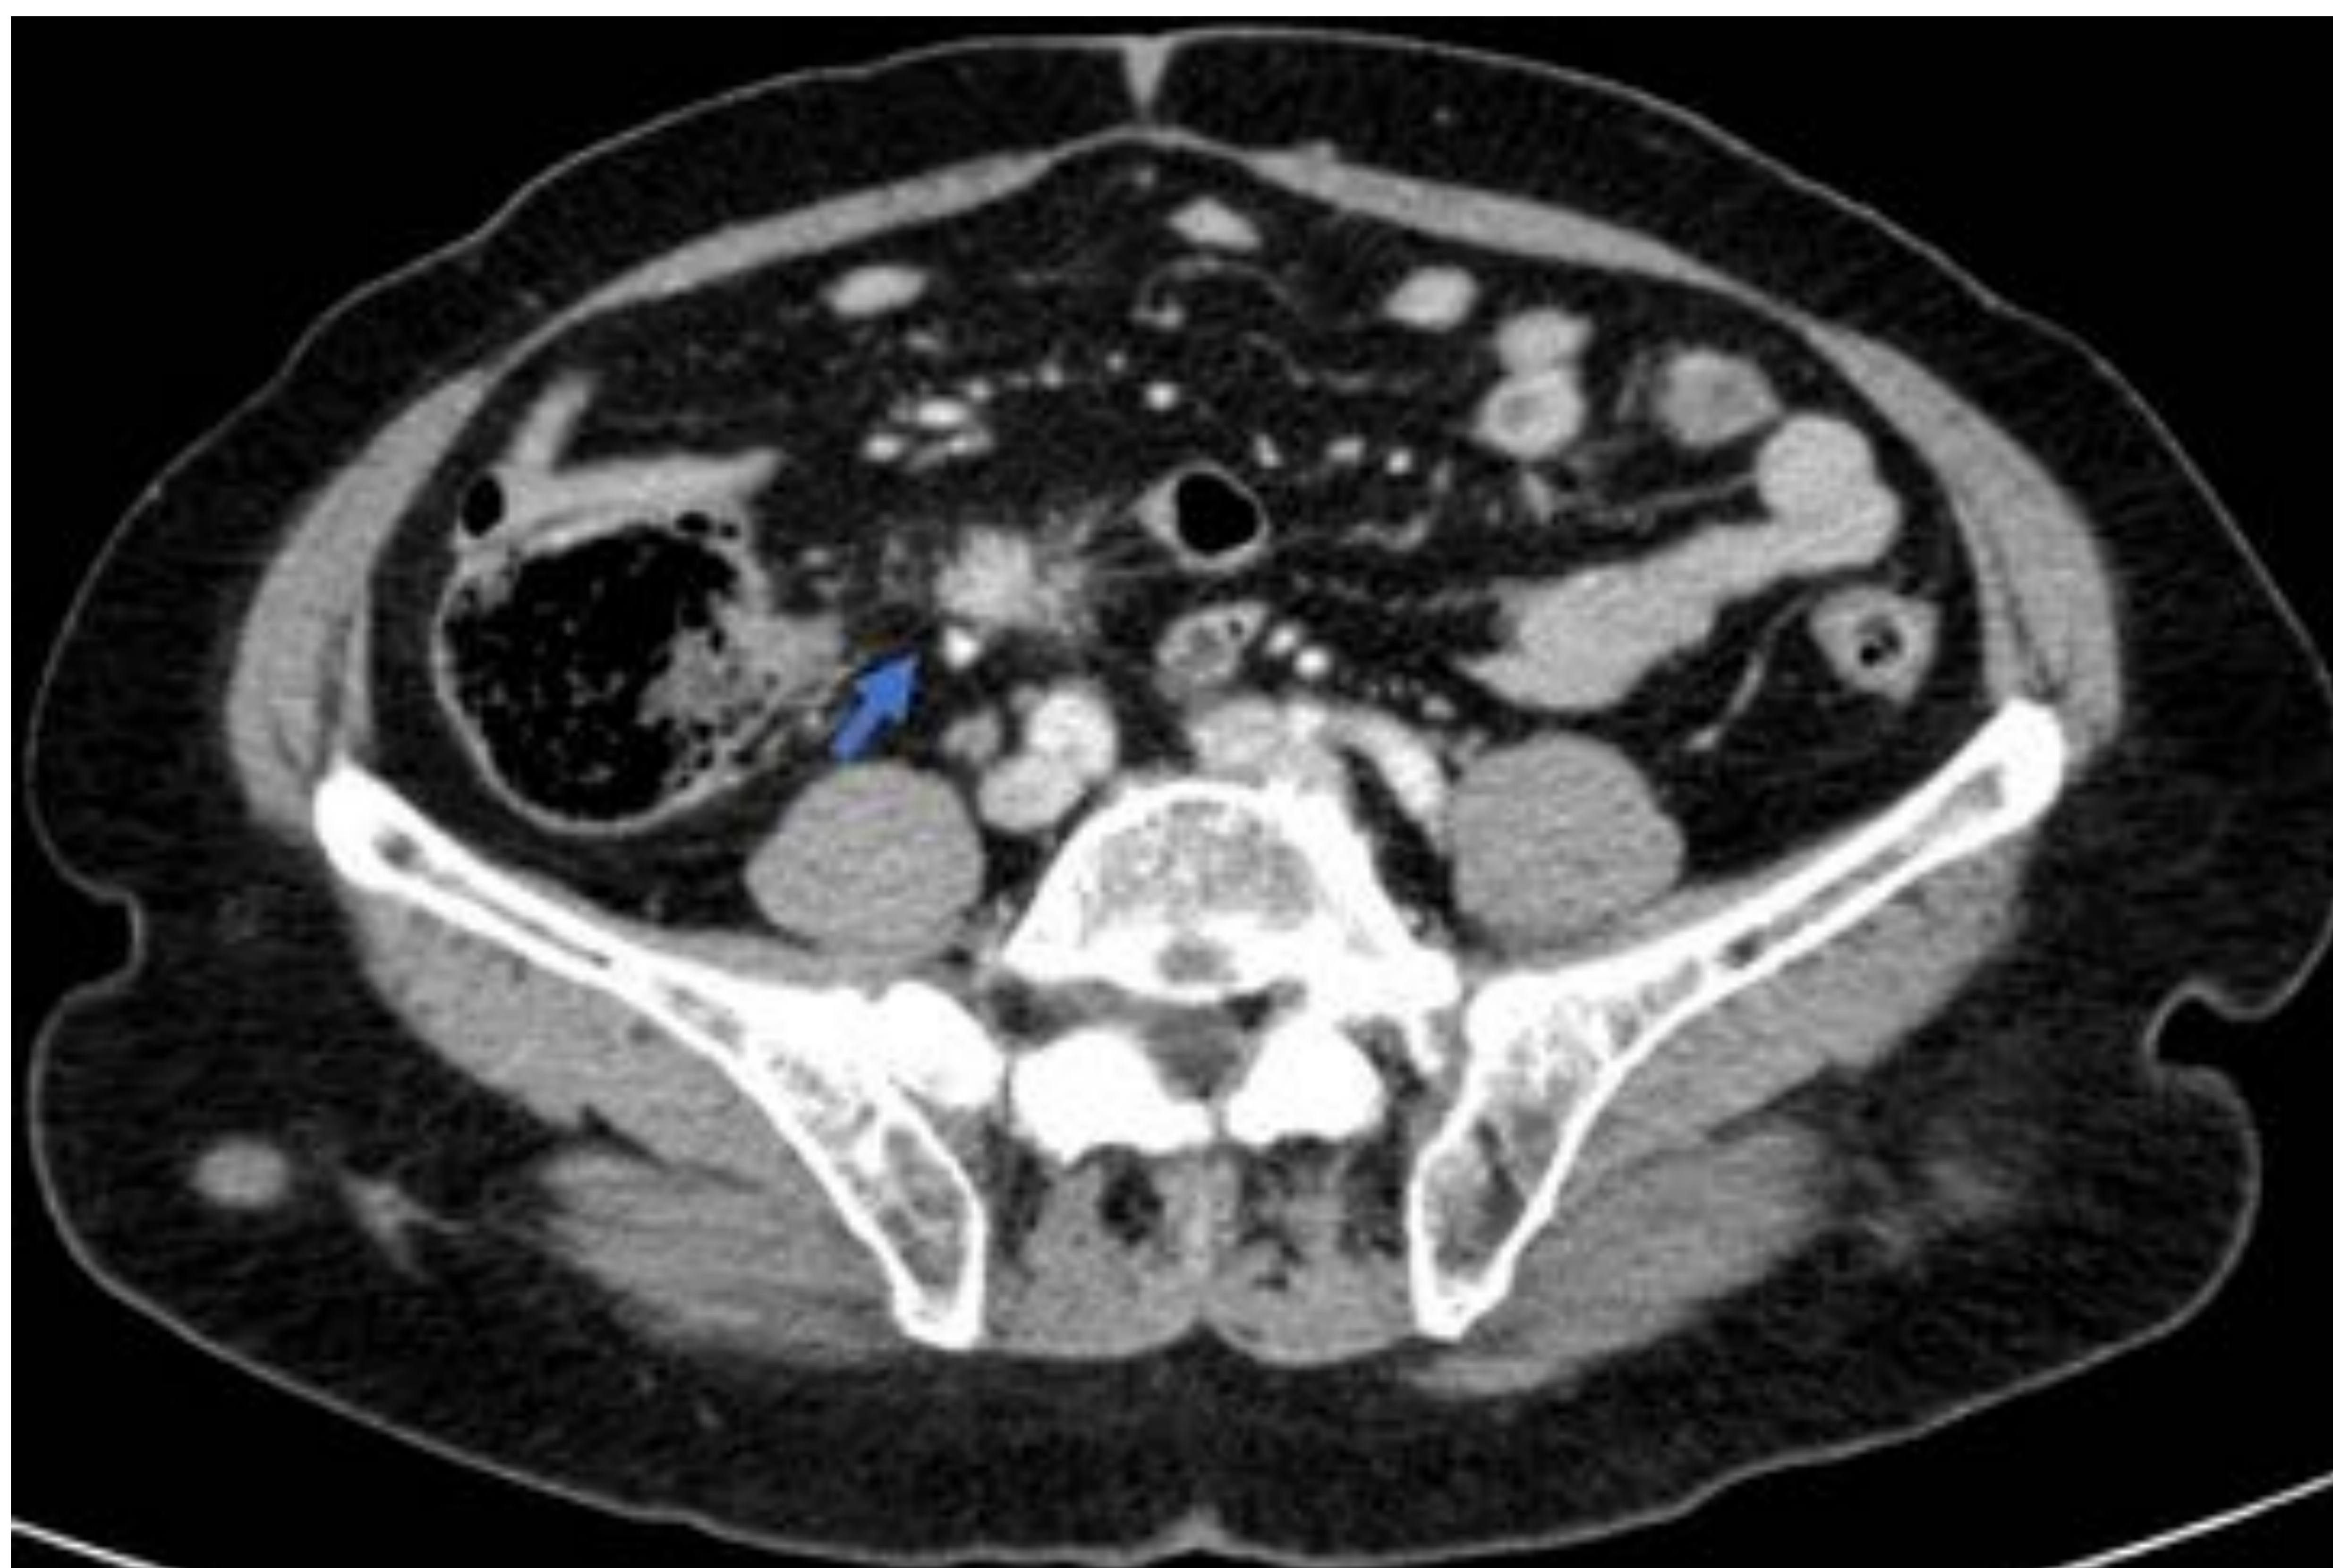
Implante mesentérico con reacción desmoplásica en TC axial con contraste intravenoso en fase venosa. Se aprecia una masa de partes blandas (flecha azul) en la grasa mesentérica, con pequeñas proyecciones lineares y de disposición radial que condicionan rarefacción de la grasa adyacente (patrón típico en “rayos de sol”).
